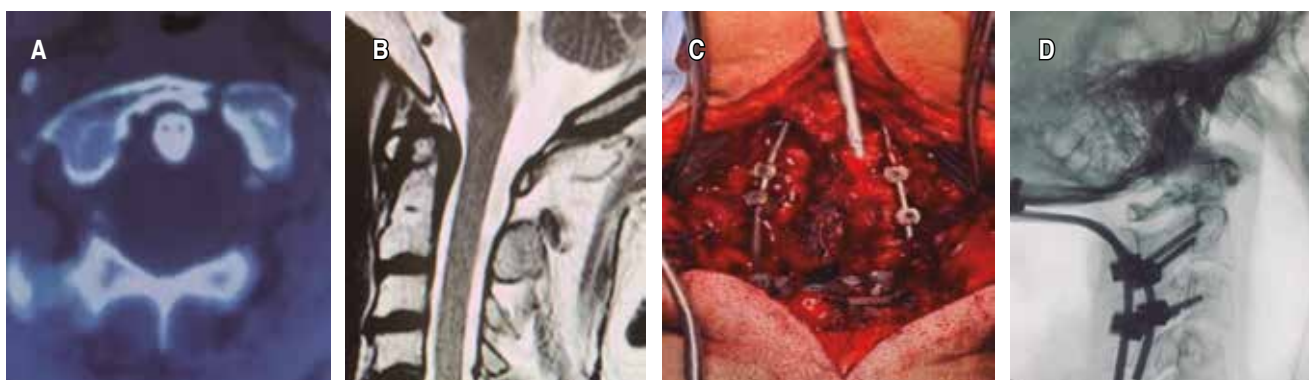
A) Tomografía computarizada axial, fractura de arco anterior izquierdo C1. B) Resonancia magnética sagital T2 observándose hiperintensidad de C1, sin afectación de conducto cervical. C) Imagen transquirúrgica mostrando colocación de fijación. D) Fluoroscopia transquirúrgica mostrando colocación de la fijación con placa occipital más tornillos en C2-C3.
